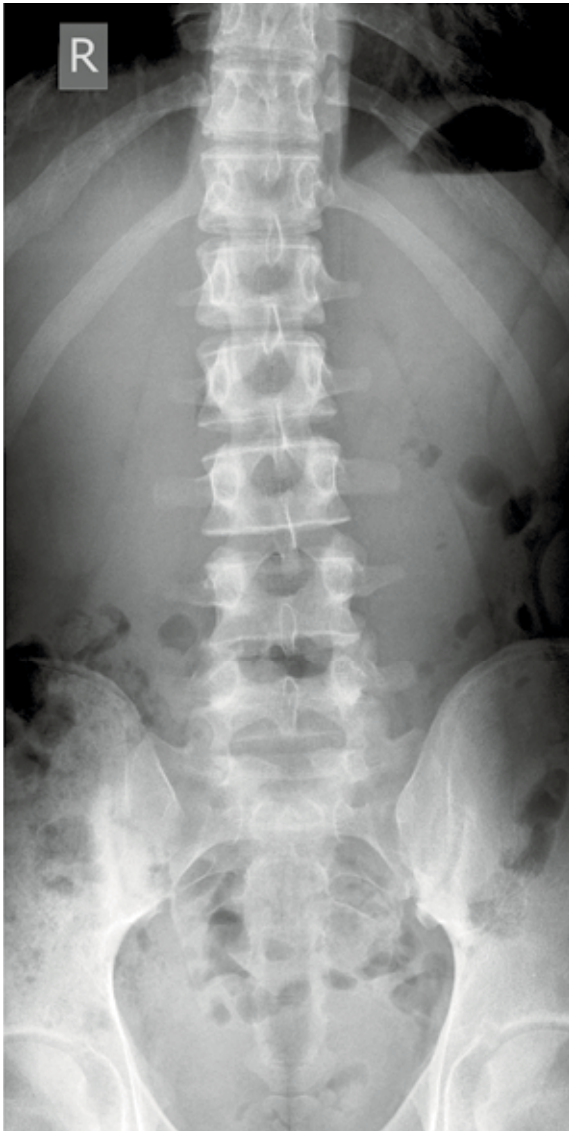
Röntgenologische Sakroiliitis bds.
